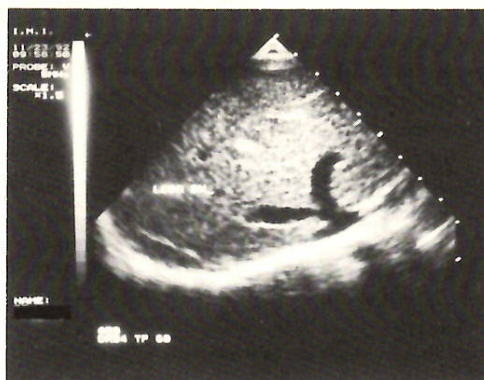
Ecografia postoperatoria (descrizione nel testo).
